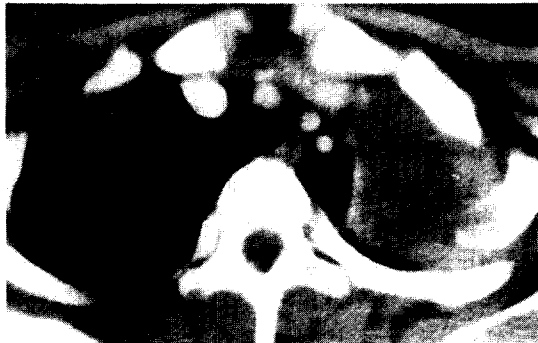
The chest CT shows a well defined radioopaque mass including destructed 2nd rib.
